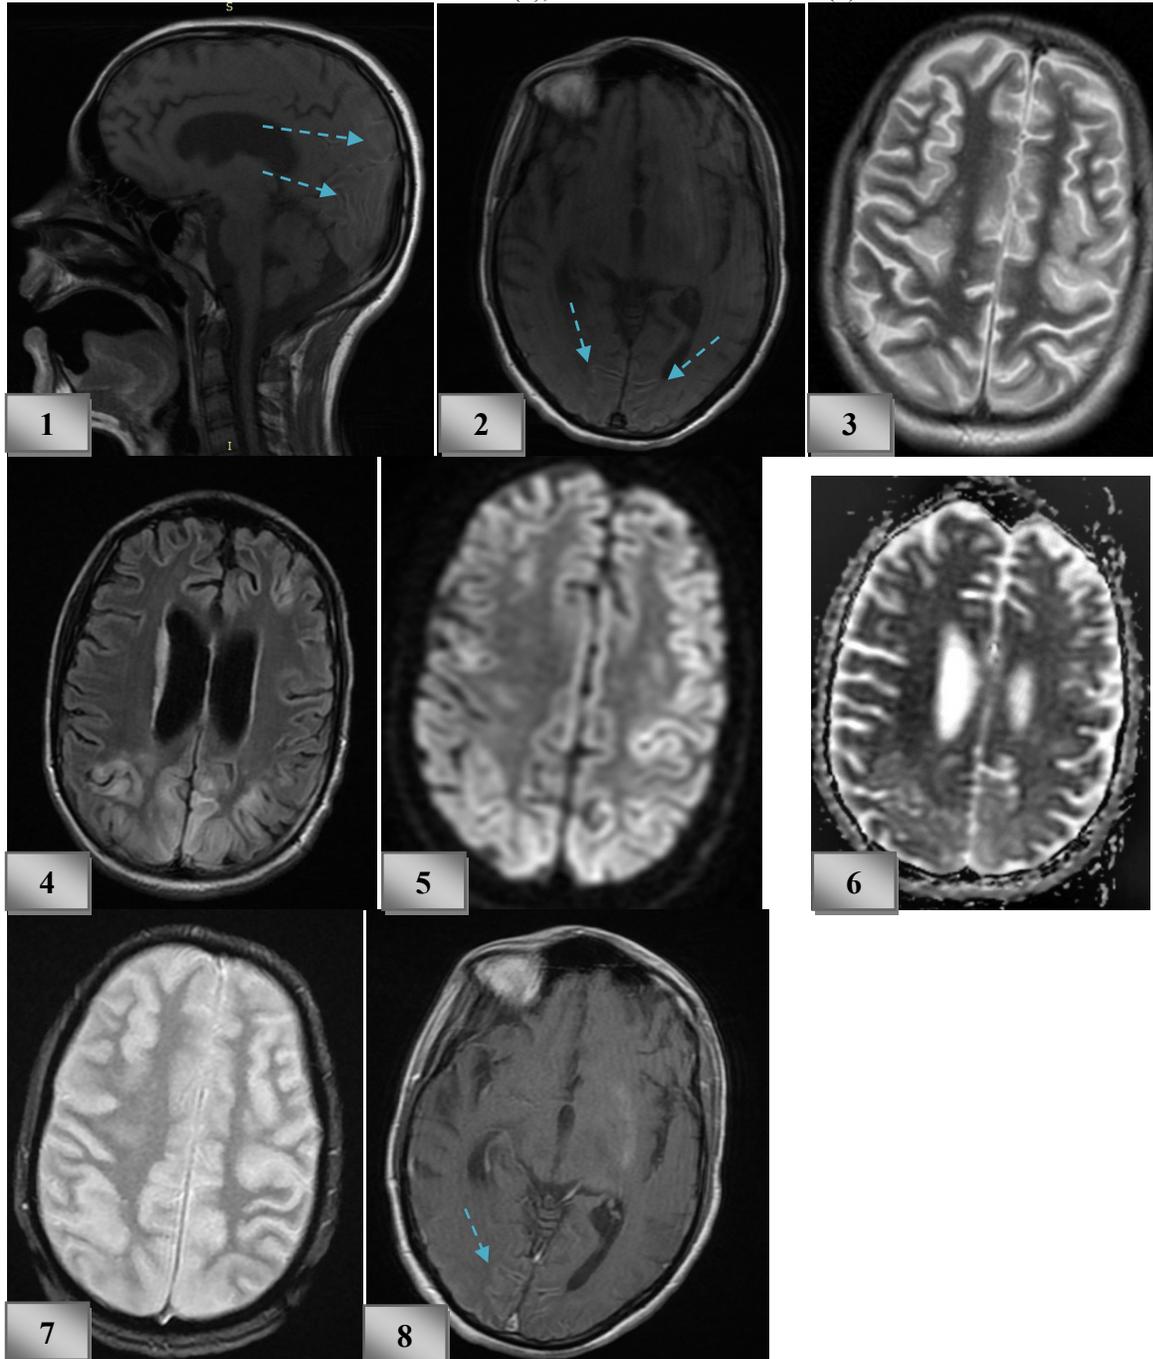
Anomalie de signal gyriforme fronto-pariéto-occipitale bilatérale, en hypersignal T1 (1,2), hypersignal T2 (3), FLAIR (4) et diffusion (5), sans restriction de l'ADC (6), sans stigmates d'hémorragie sur la séquence d'écho de gradient (7) et sans rehaussement après injection de gadolinium (8).
